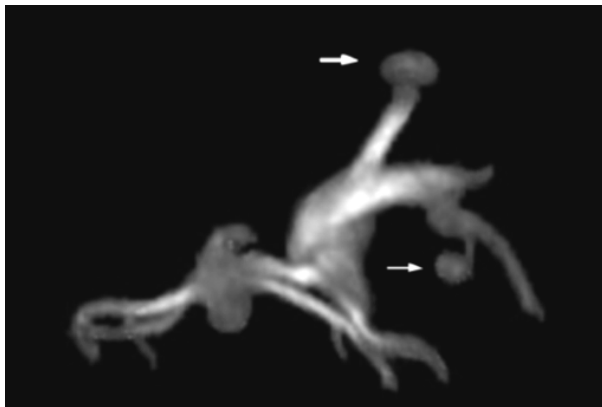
53 découverte d'un second anévrisme intra-hépatique après reconstruction 3D angio-IRM. (120)
